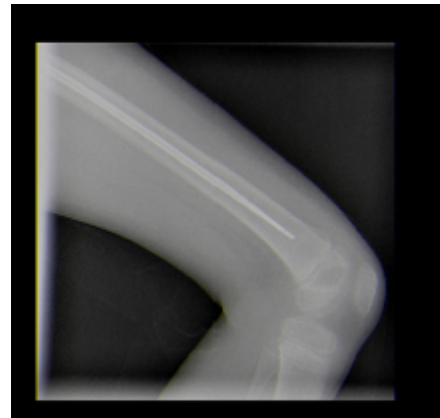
Radiografia de perfil do Membro Inferior Esquerdo.
